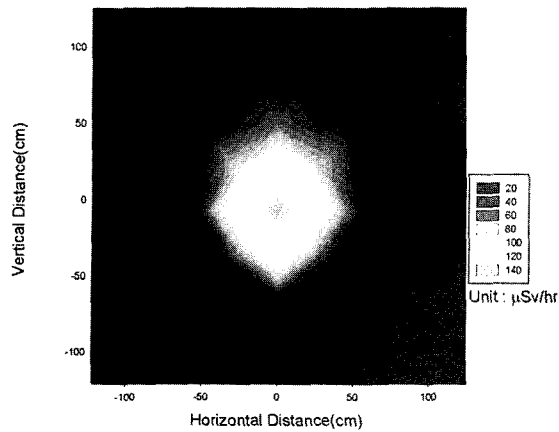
Distribution of spatial dose rates from patients in fusion PET scan( $^{18}\text{F}$ -FDG)
